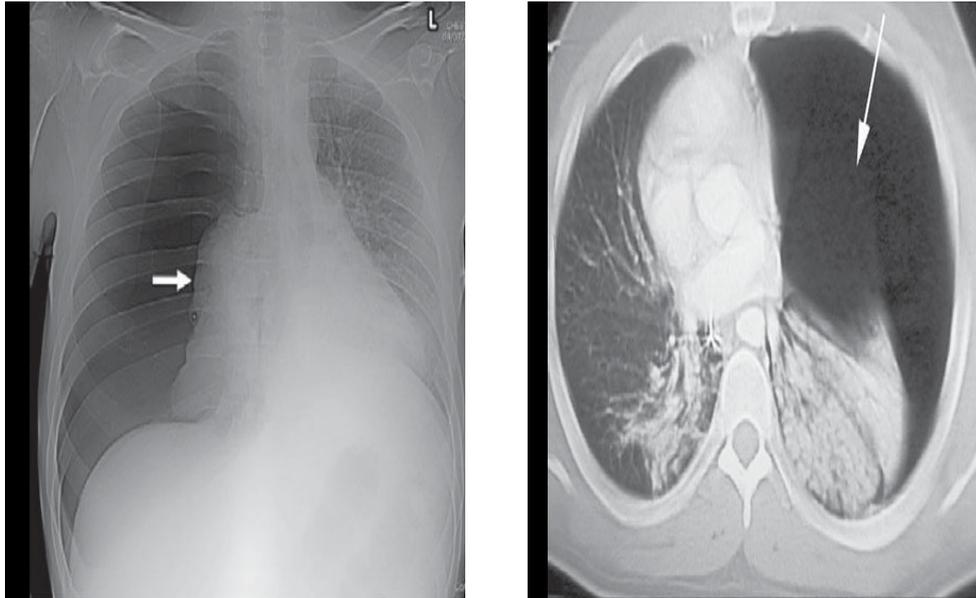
pneumothorax compressif sur le téléthorax et sur la TDM
